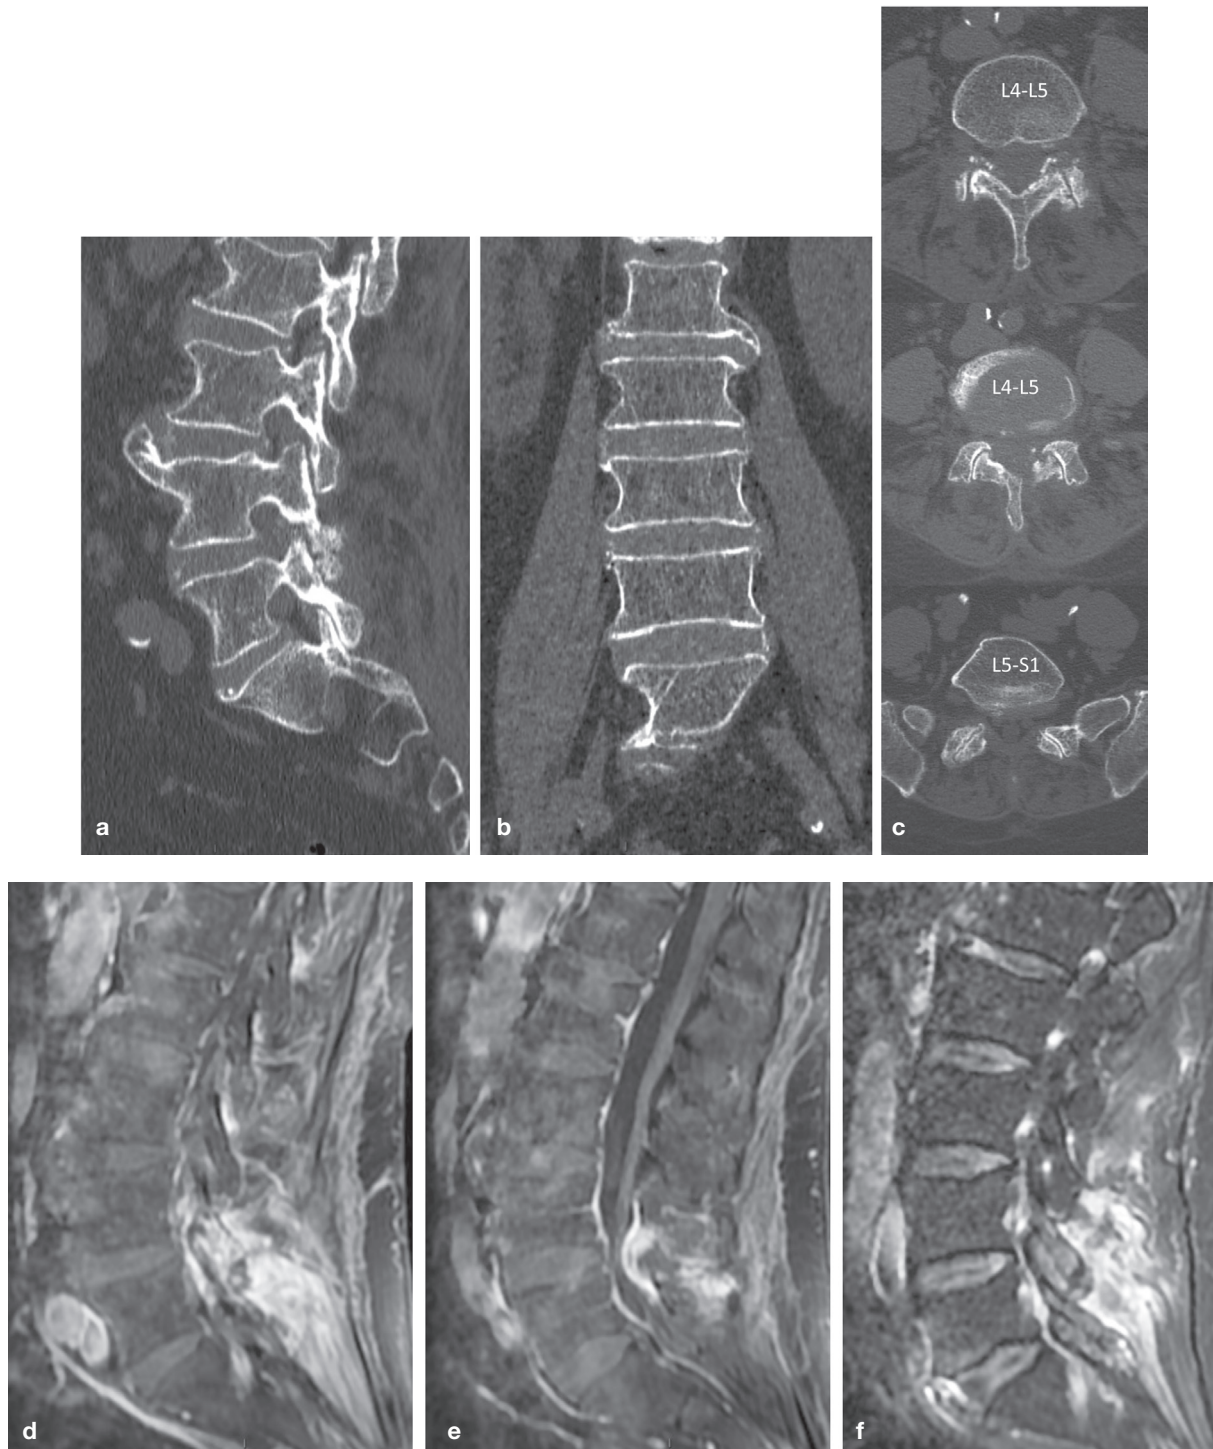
Arthrite érosive articulaire postérieure L4-5 gauche due à la CCA en scanner (a-c) avec importante inflammation péri-articulaire en IRM (d-f). Noter les calcifications fines et linéaires des annulus discaux et des ligaments jaunes (a-c).
